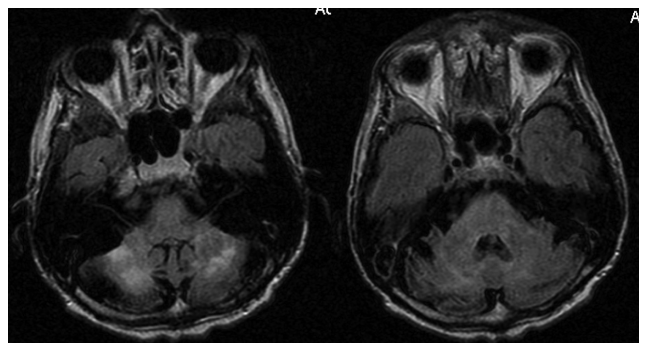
Множественные гемангиобластомы мозжечка III типа. Последовательность FLAIR в аксиальной плоскости
